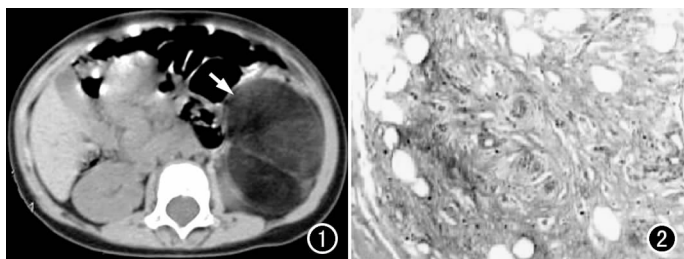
CT 平扫示左侧腹膜后较大低密度肿块影(箭), 密度不均匀, 其内可见条索状稍高密度分隔, 肿块边界清楚, 腰大肌受压, 肠管受压向前移位。图 2 镜下示脂肪组织小叶内小血管丰富呈丛状, 见成熟和未成熟的脂肪细胞及丰富的黏液样基质(×100, HE)。
